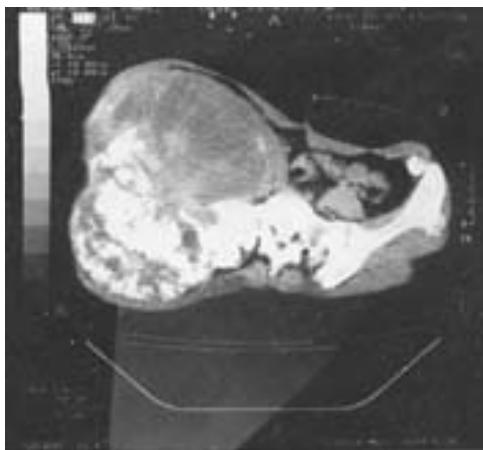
Tomografía pélvica. Corte axial a nivel de la pelvis que muestra lesión lítica, expansiva con neoformación ósea que involucra al hueso ilíaco derecho con presencia de tumor en partes blandas con calcificaciones.
